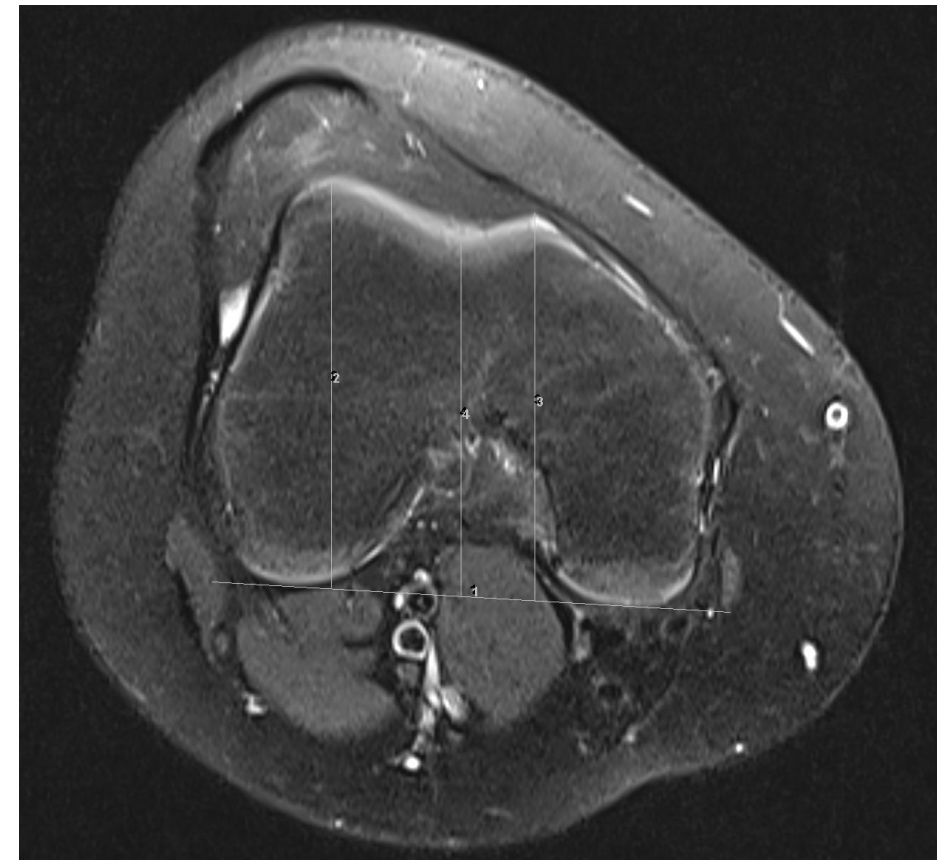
RM de rodilla, axial, secuencia T2 .
